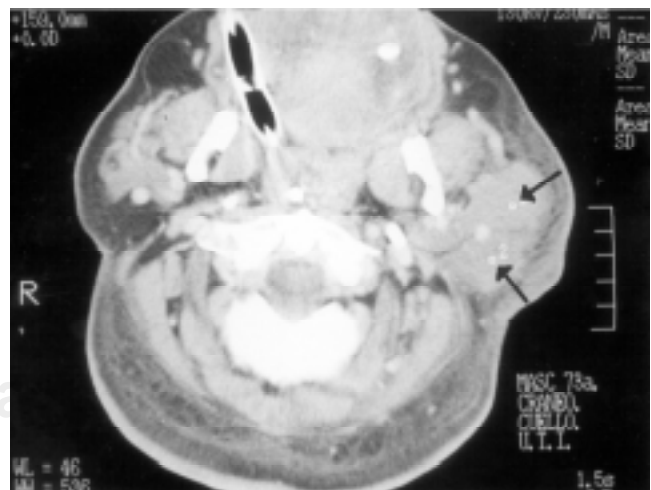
Tomografía axial computada (TAC) de región parotídea en donde se observa crecimiento de parótida izquierda (flechas).
